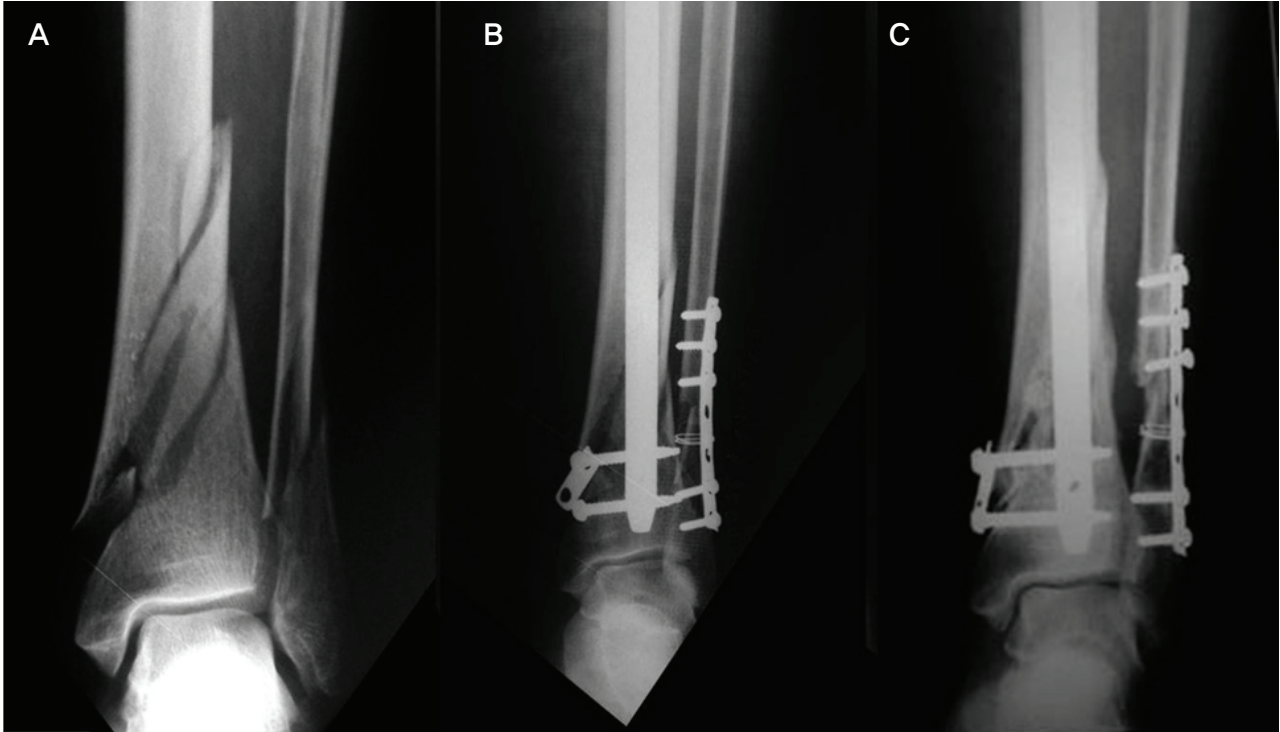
(A) Preoperative radiograph shows distal tibial segmented fracture and distal fibular fracture. (B) Immediate postoperative radiograph shows valgus angulation (99°) of anatomical medial distal tibial angle. (C) Postoperative 5 months radiograph shows normal (92°) anatomical medial distal tibial angle.
